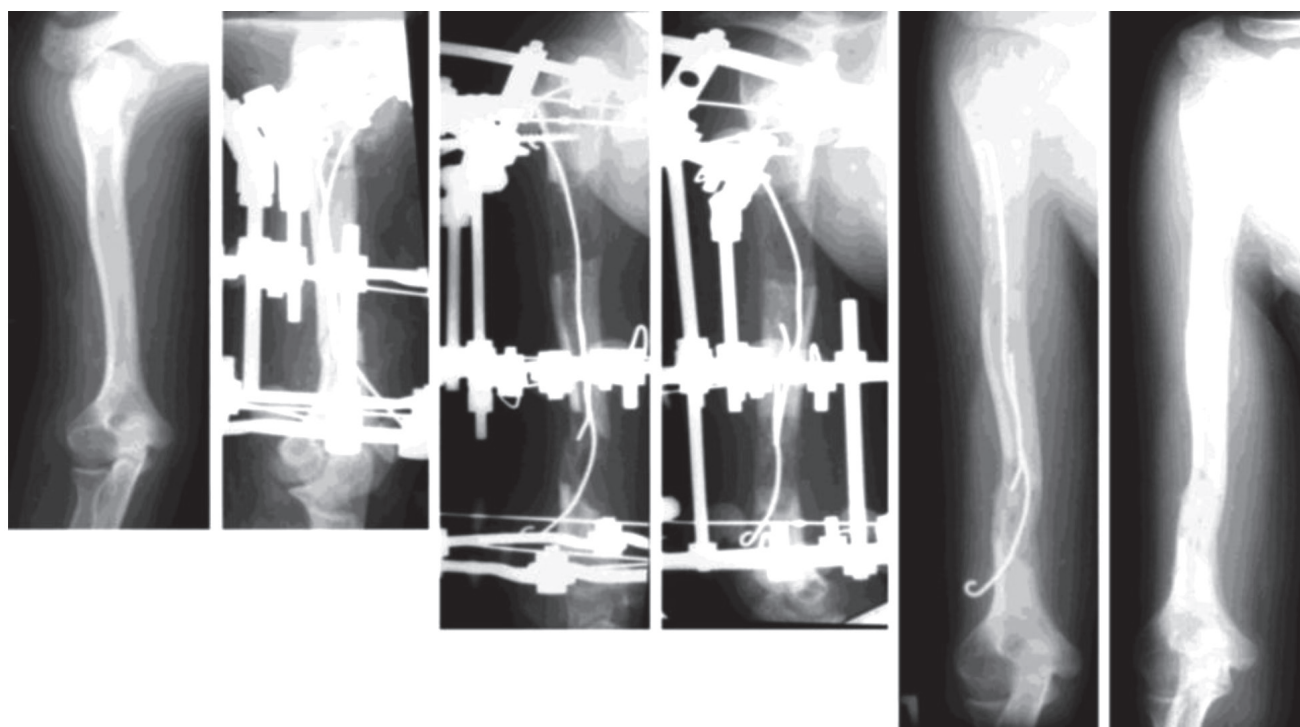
Рентгенограммы плеча при удлинении плечевой кости с использованием интрамедуллярного напряженного армирования
